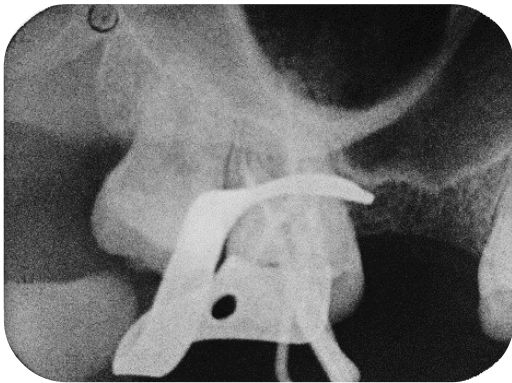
Radiografia comprobatória. Fonte: autor.
